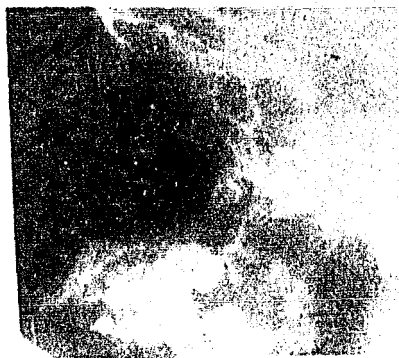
Tercer molar desplazado por un quiste, hacia el suelo de la órbita. La radiografía muestra un alambre insertado al diente para su localización.
